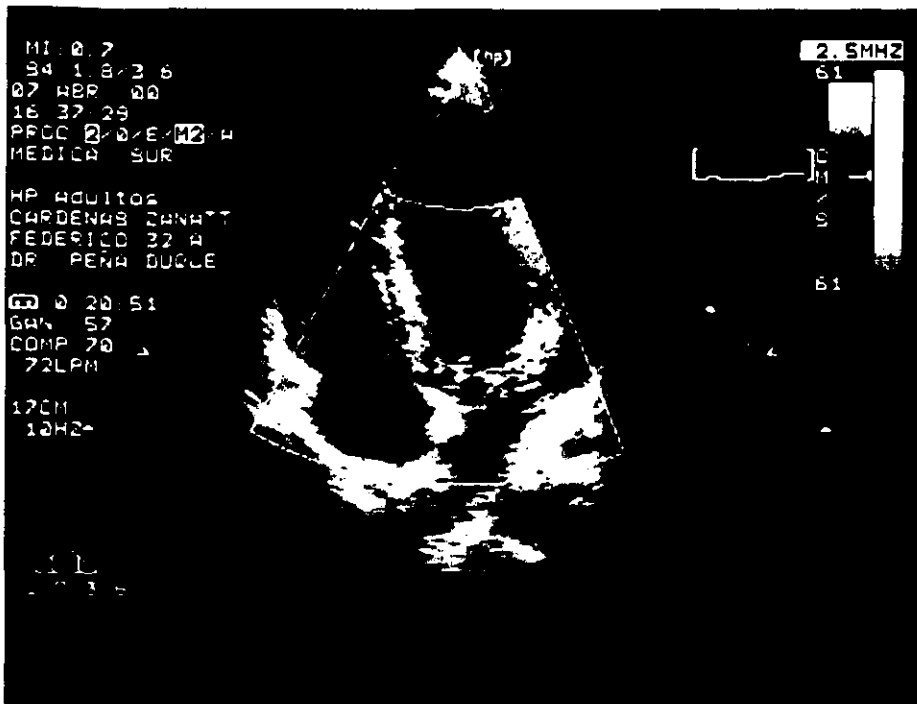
Imagen apical cuatro cámaras con Doppler color que muestra una insuficiencia aórtica severa con buena función ventricular (dilatación del ventriculo izquierdo, pero con grosor parietal conservado)
